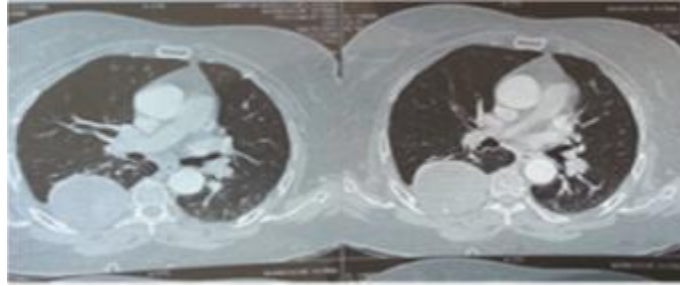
TDM thoracique montrant une masse médiastinale postérieure, de densité tissulaire avec une calcification dedans.
